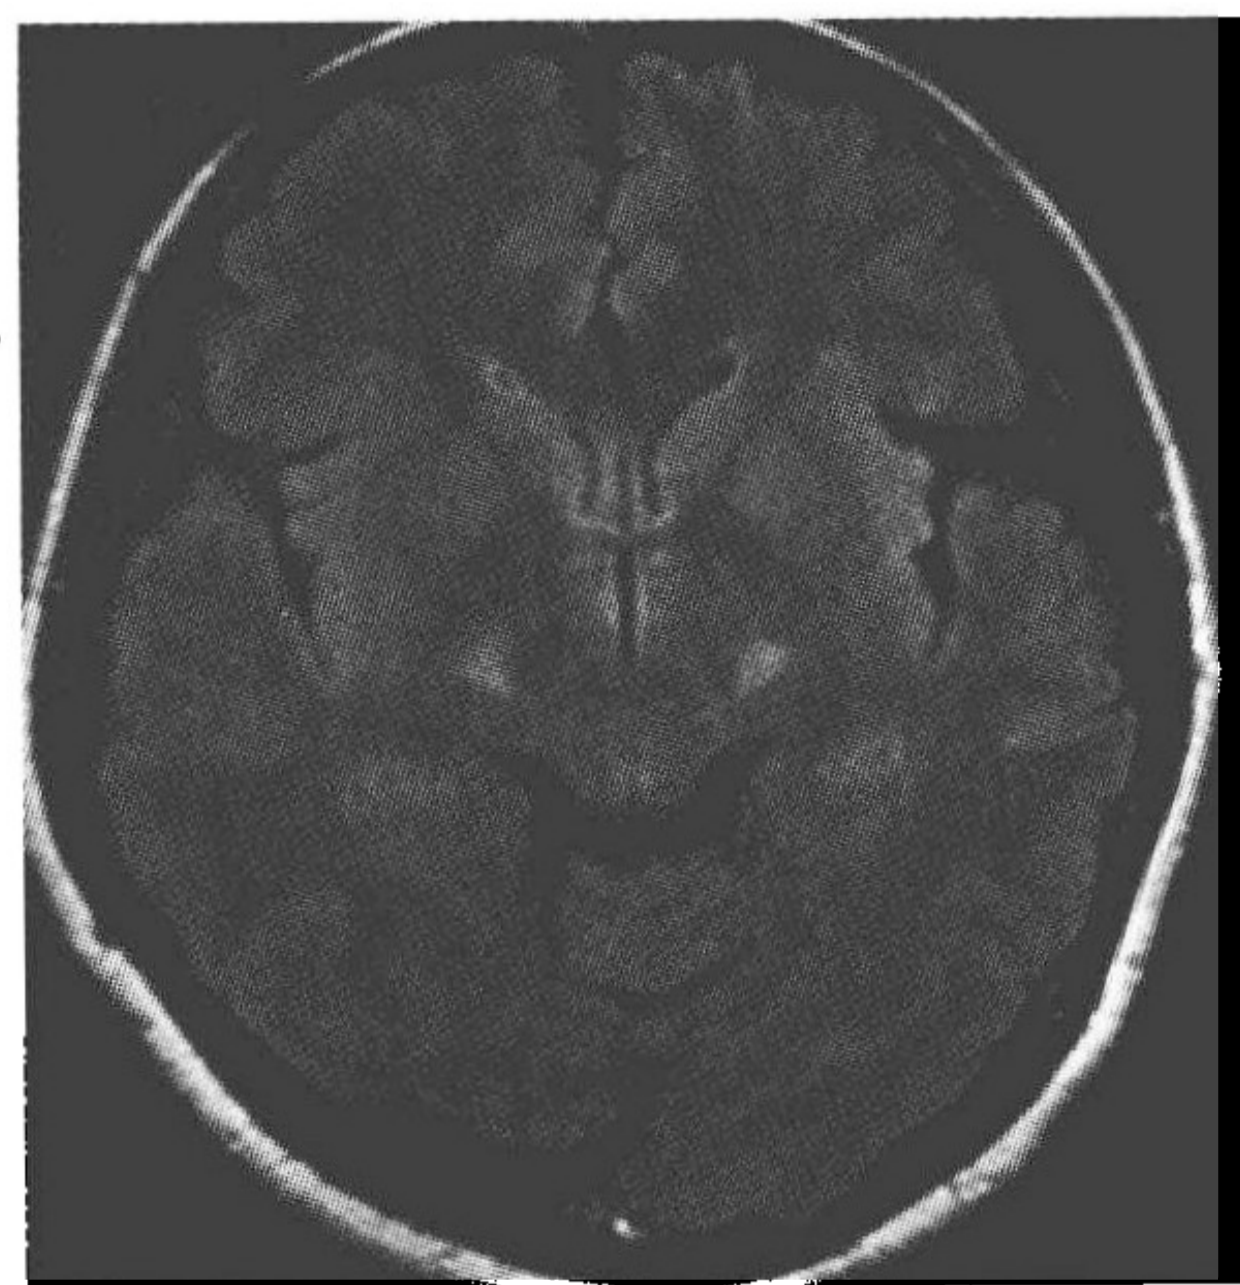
FLAIR 像于双侧大脑脚均见边界清楚的高信号区
